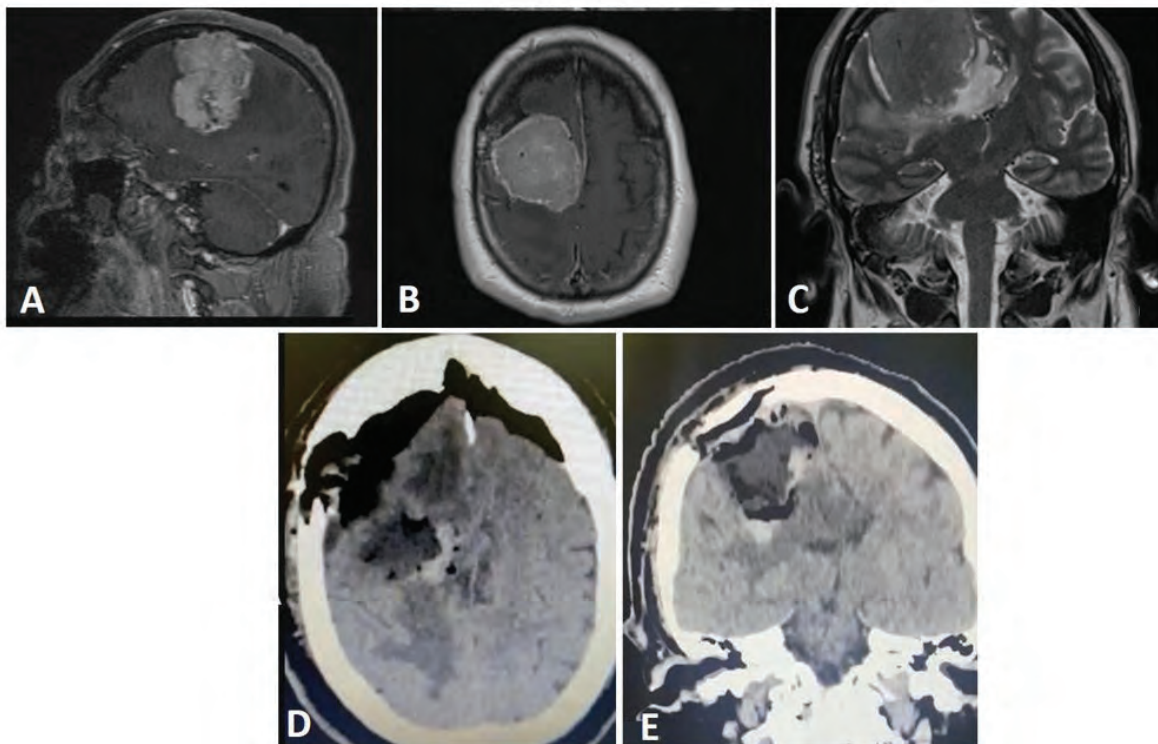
Post-contrast preoperative MRI. A. Sagittal T1. B. Axial T1. C. Coronal T2 preoperative MRI. It is possible to see adjacent compression of basal ganglia and cortex as well as perilesional edema. D. Axial post-operative CT showing total tumor resection; and E. Coronal post-operative CT showing total tumor resection.
